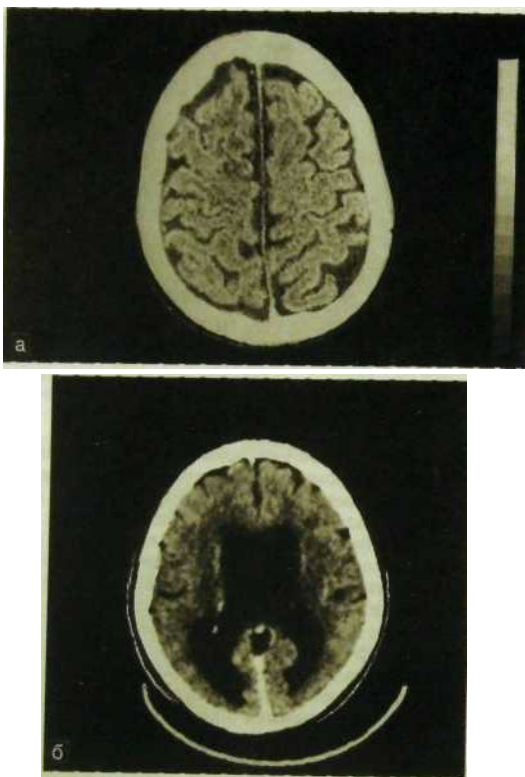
196. Компьютерные томограммы головного мозга, а - наружная гидроцефалия; б - внутренняя гидроцефалия.
